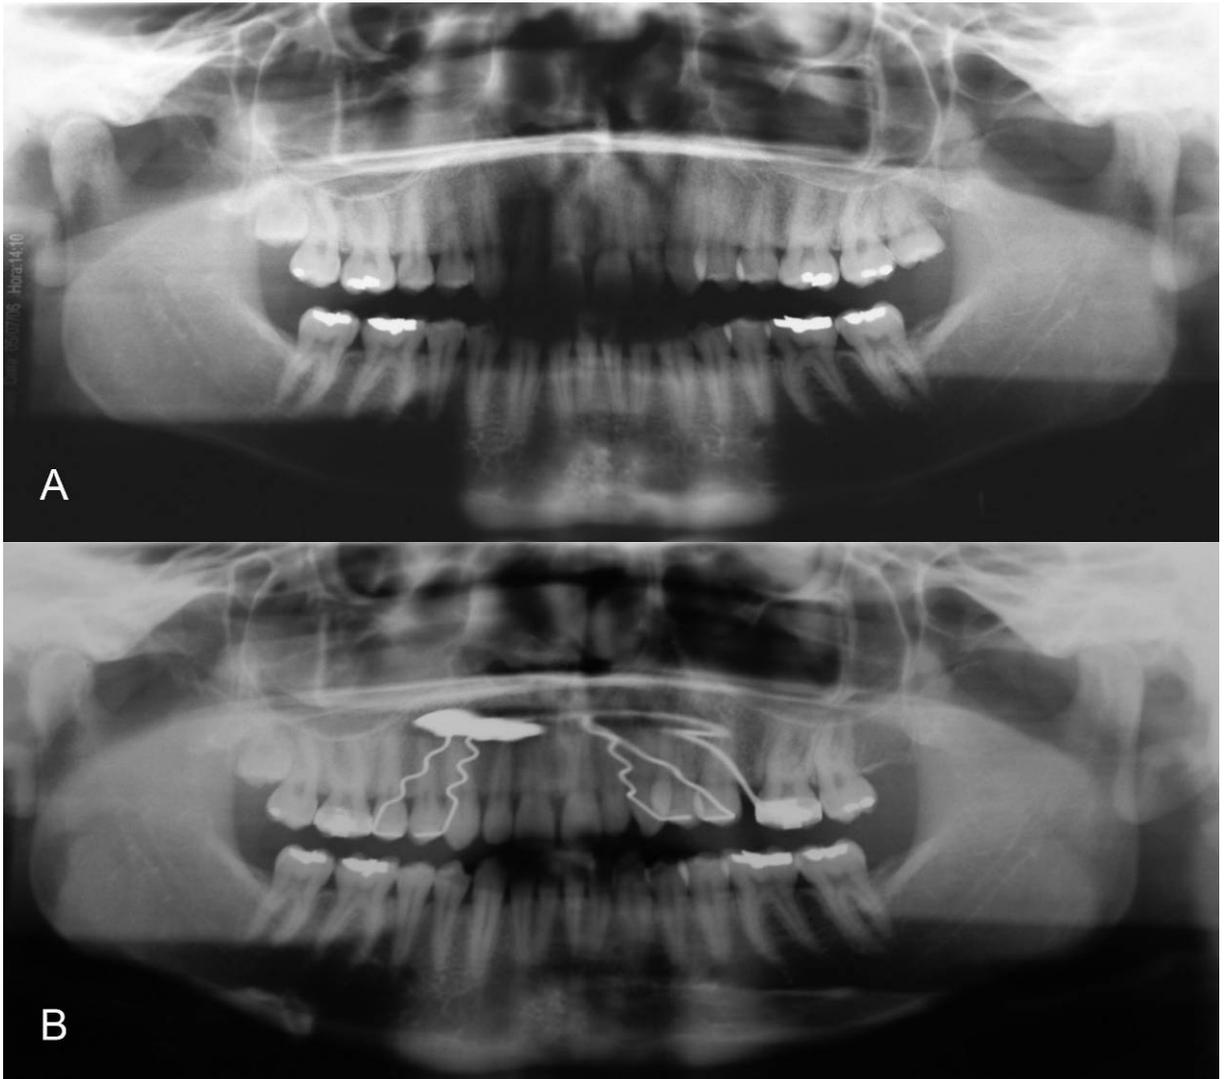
A) Radiografia panorâmica inicial e B) Radiografia panorâmica após a distalização molar.
